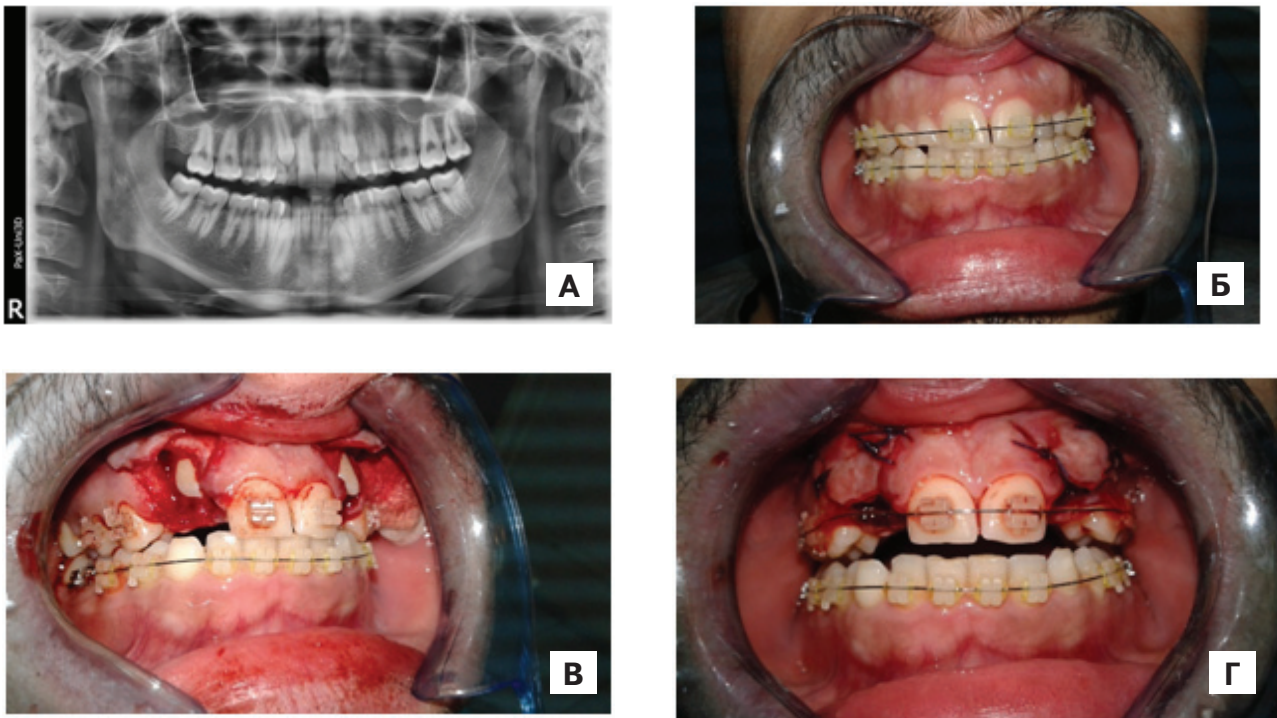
Пациент Ф., 20 лет. Ретинированные клыки верхней и нижней челюсти. Первичная адентия латеральных постоянных резцов верхней челюсти. А — ортопантомограмма; Б — внешний вид пациента после фиксации брекет-системы; В — хирургический этап лечения (выкроены и отслоены слизисто-надкостничные лоскуты, удалены молочные латеральные резцы и клыки; обнажены коронки ретинированных клыков); Г — после фиксации ортодонтических кнопок на коронки клыков, слизисто-надкостничные лоскуты уложены на место, раны ушиты викрилом
